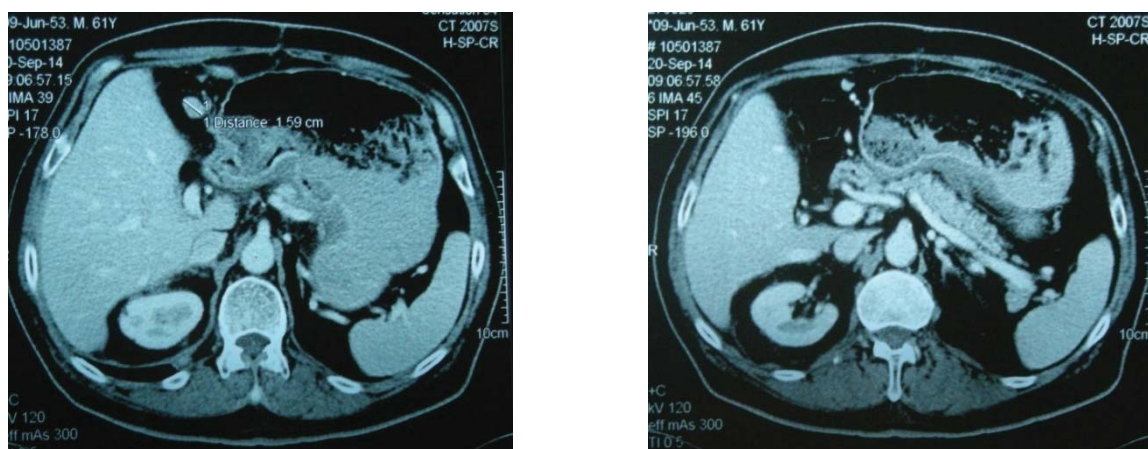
TC în dinamică peste 6 luni de la intervenția chirurgicală
